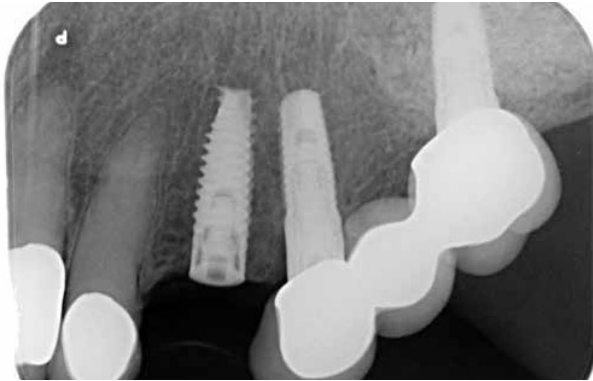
Röntgenkontrolle Implantat.
